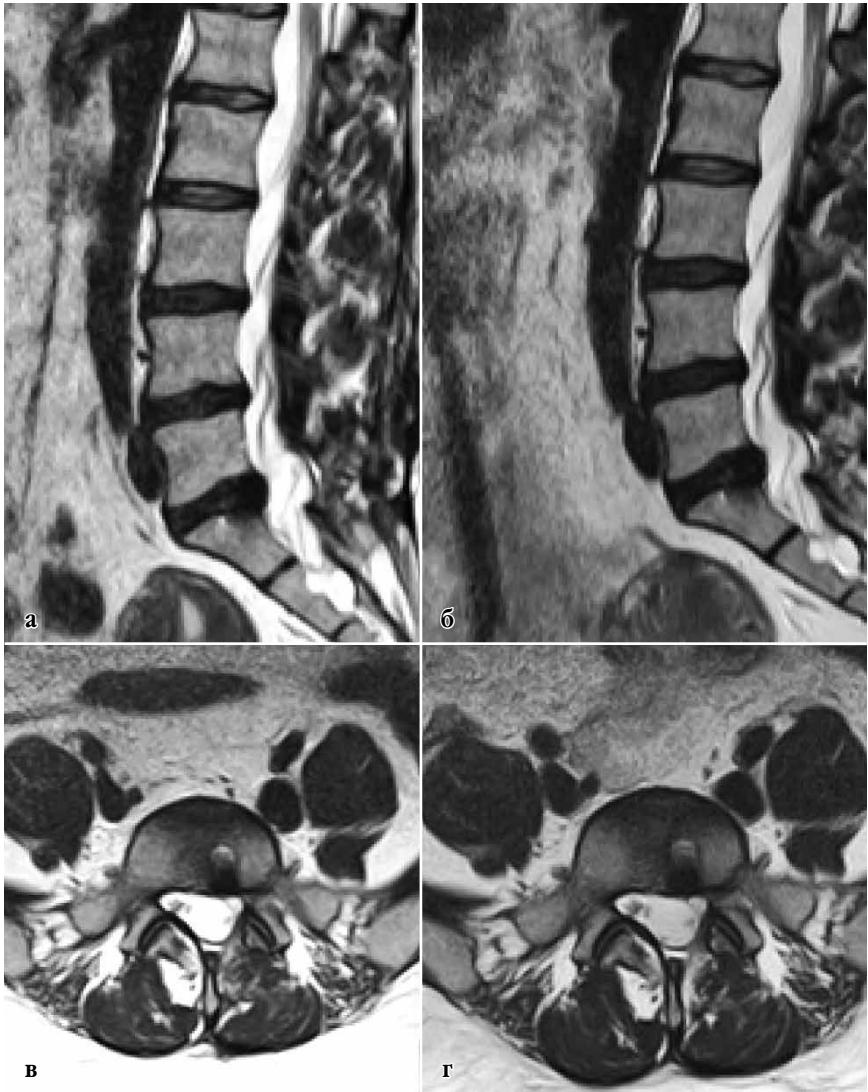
Данные МРТ поясничного отдела позвоночника пациентки К. 27 лет через 6 (а, в) и 12 (б, г) месяцев после оперативного вмешательства
